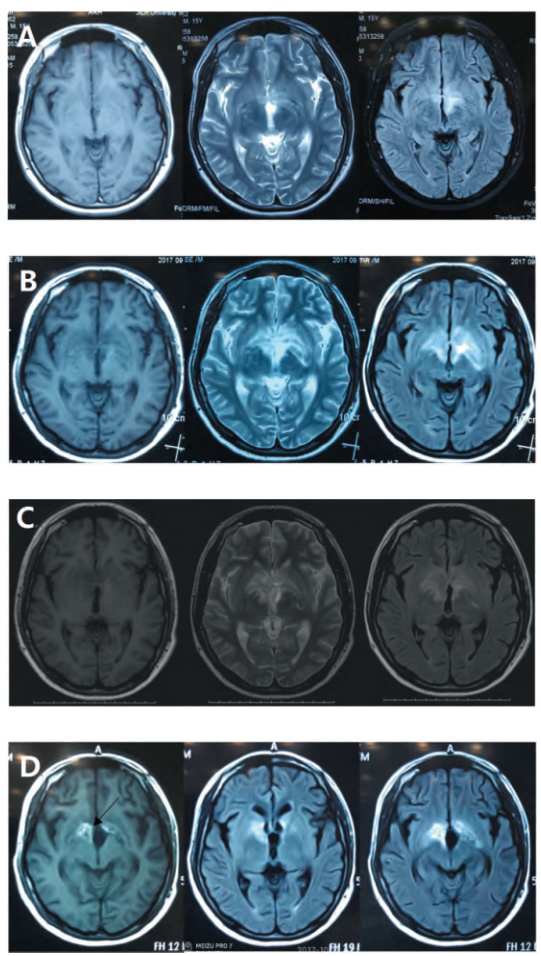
4 次头部 MRI 检查见: A: 入院前 4 d (2017 年 8 月 25 日) 头部 MRI 见: 丘脑、下丘脑长 T₂ 炎性异常信号, FLAIR 呈高信号。T₁ 未见明显异常。B: 入院后 10 d 见原有病变区域蔓延至双侧壳核内测, 病灶面积扩大。C: 入院后 18 d 见同样位置长 T₁ 长 T₂ 异常信号, FLAIR 呈高信号。D: 发病 1.5 m 后头磁共振见原有病灶区域出现短 T₁ 的脑组织坏死后出血信号
